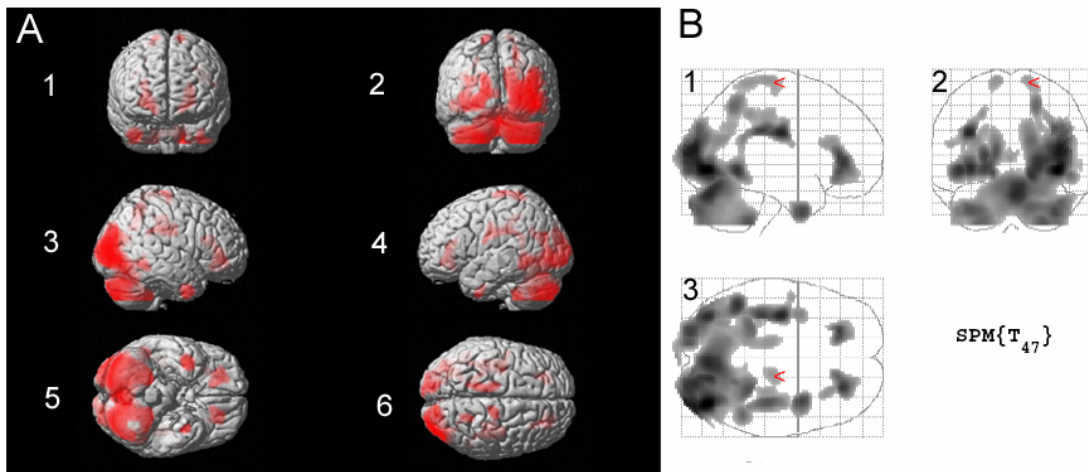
SPM-Analyse HD-Gruppe > Normkollektiv (A) Voxel mit signifikanten Z-Score-Werten auf ein oberflächengerendertes MRI projiziert: 1) frontal; 2) occipital; 3) rechts lateral; 4) links lateral; 5) ventral; 6) dorsal: auf allen Projektionen Hirn-Areale mit signifikantem Hypermetabolismus in der HD-Gruppe rot gefärbt (B) MIP des Gruppenvergleichs HD-Patienten mit dem Normkollektiv. 1) lateral; 2) occipital 3) dorsal: Angezeigt werden Voxel mit signifikant erhöhtem Glucosestoffwechsel in der HD-Gruppe ($p < 0,001$)
